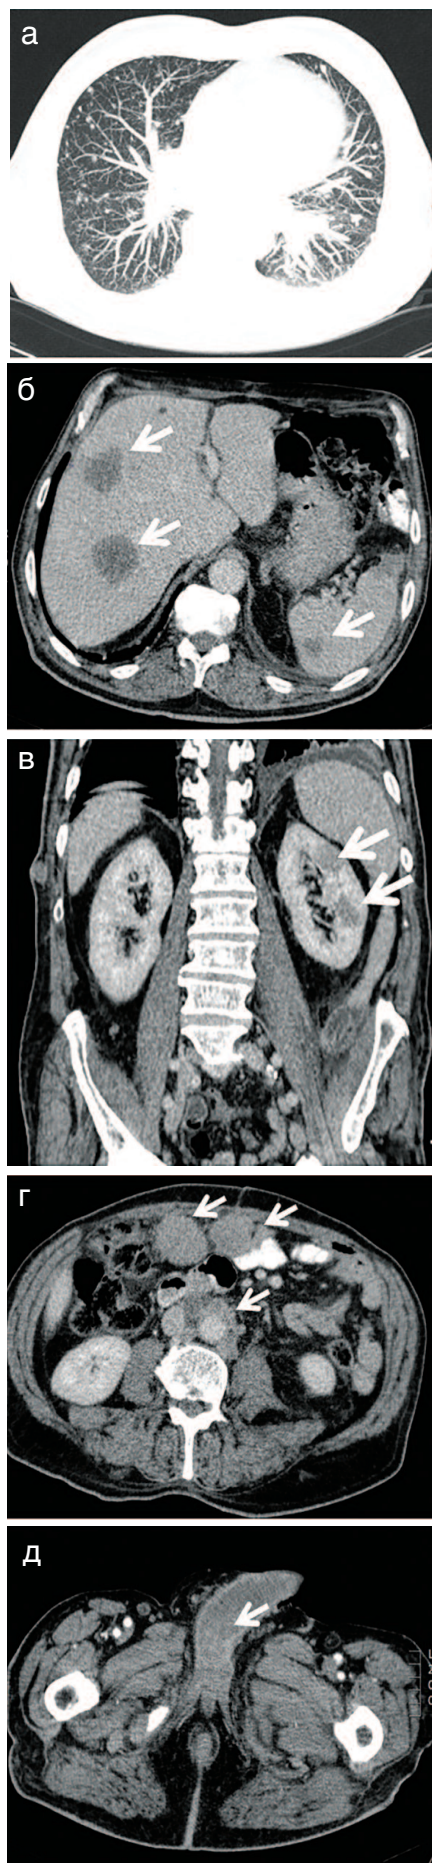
КТ-картина метастатического поражения: а – легких; б – печени и селезенки; в – левой почки; г – брюшины; д – полового члена
